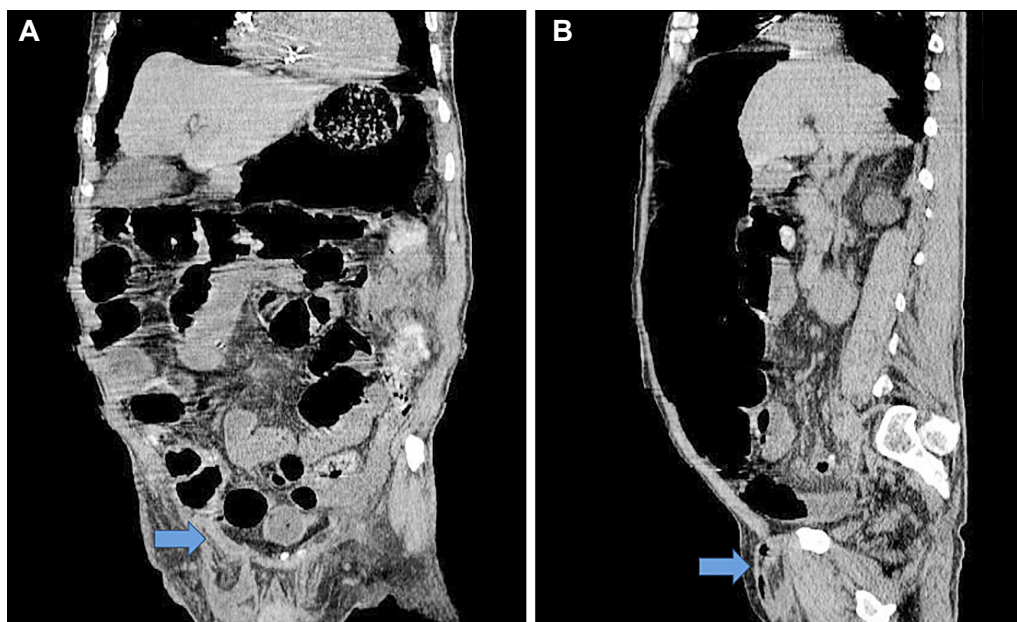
Tomografía computarizada de abdomen y pelvis. A. Reconstrucción coronal: Defecto de pared a nivel inguinal derecho, con descenso del apéndice cecal al canal inguinal a través del saco herniario indirecto por medio del anillo inguinal profundo dilatado (flecha). B. Reconstrucción sagital: Dilatación intestinal marcada, apéndice cecal que pasa al canal inguinal derecho a través del saco herniario indirecto (flecha).
